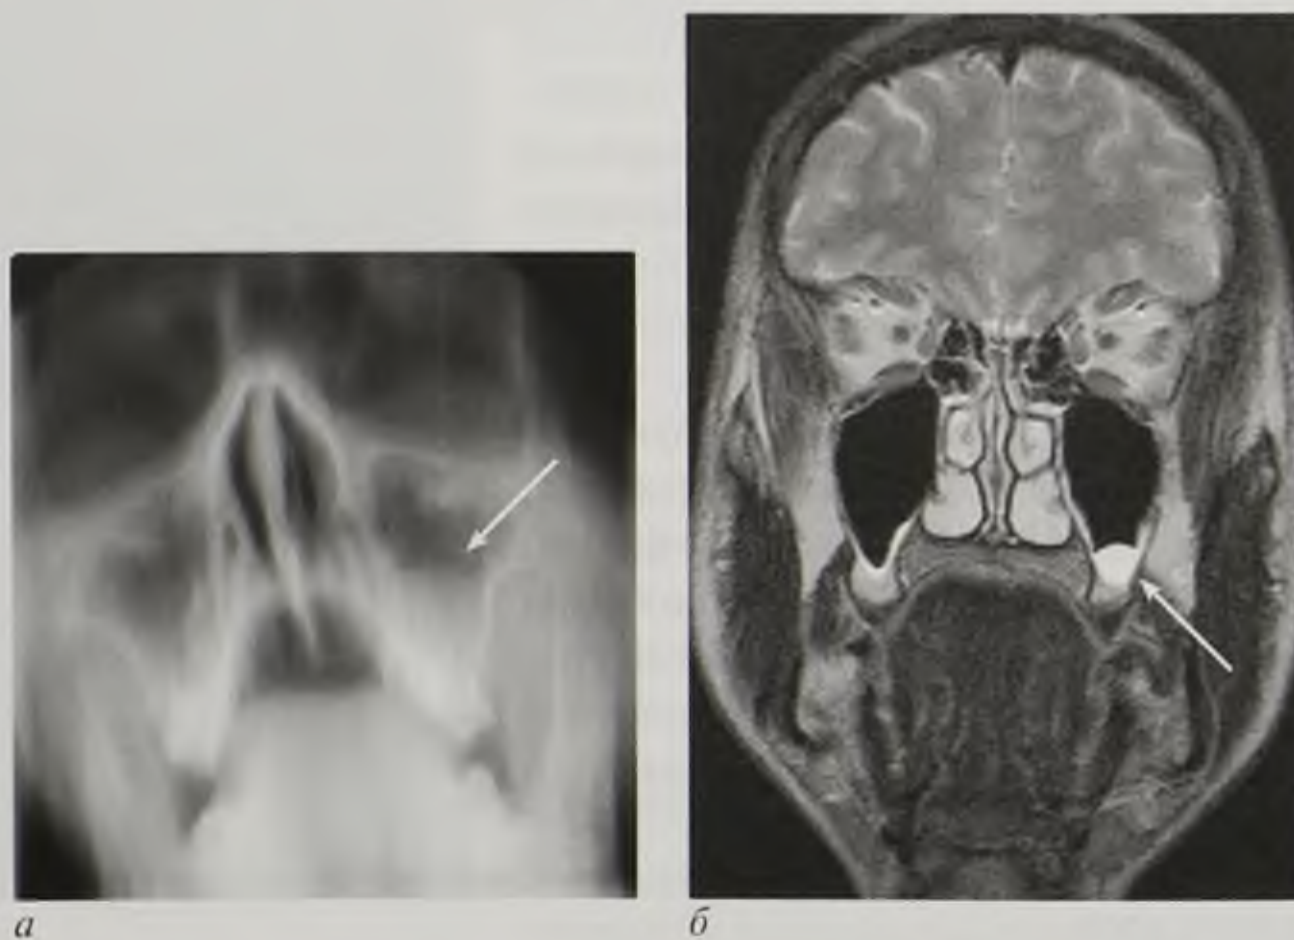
Одонтогенная киста верхнечелюстной пазухи (стрелки): *а* — линейная томограмма; *б* — магнитно-резонансная томограмма, T2-взвешенное изображение во фронтальной плоскости
